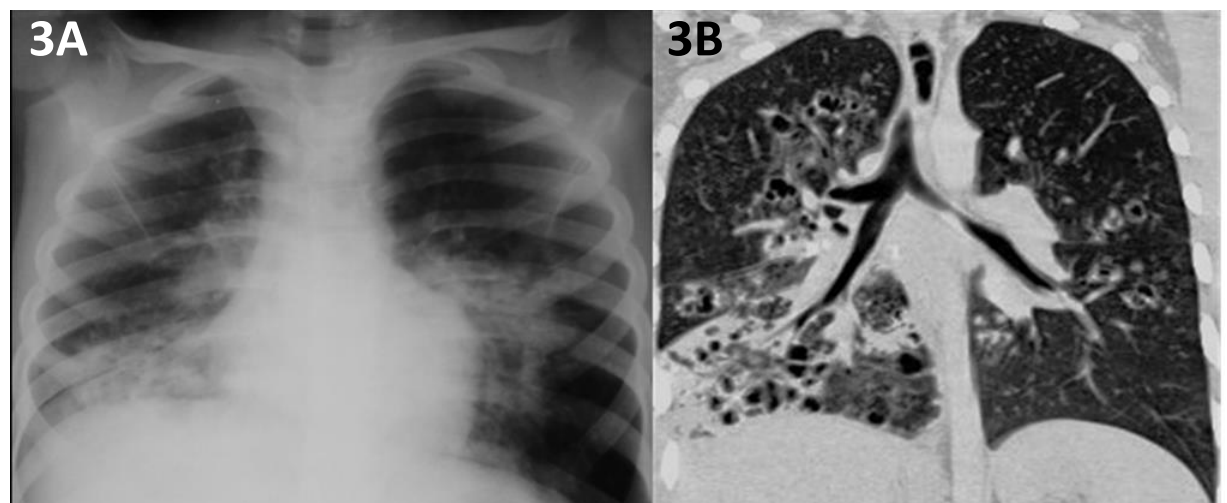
Niño de 4 años con diagnóstico de tuberculosis pulmonar. (3A) Radiografía de tórax en AP con consolidación pulmonar, (3B) Reformateo coronal de tomografía computarizada de tórax con contraste muestra además múltiples bronquiectasias.
